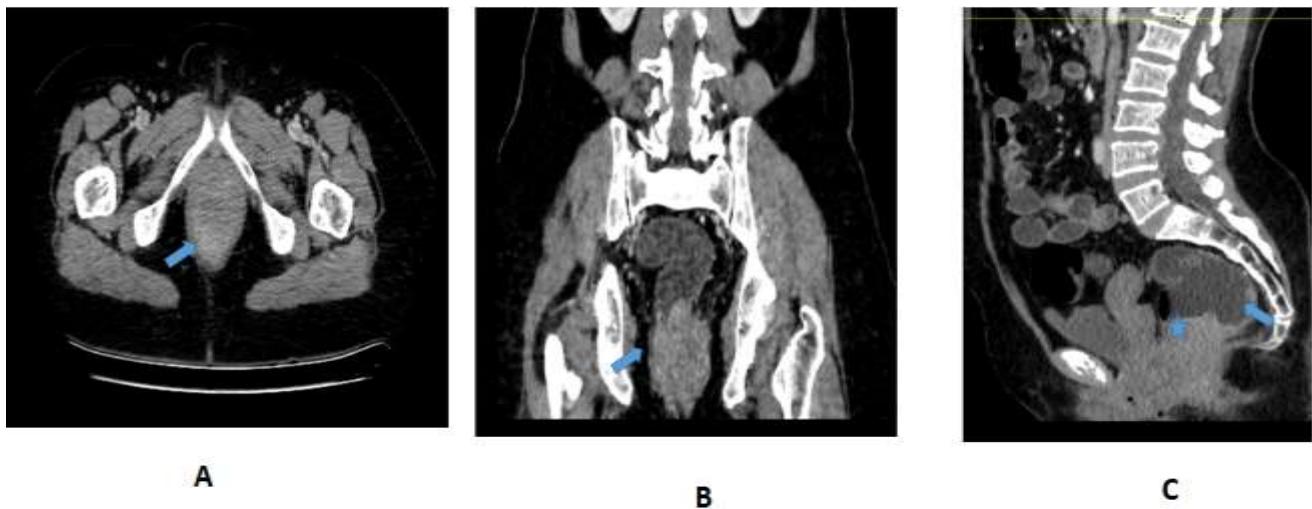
TDM abdominale injectée chez un patient de notre série (service de radiologie–CHU HASSAN II–Fès)
